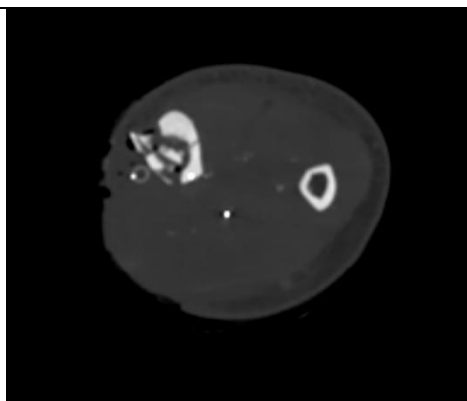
Пациент, 15 лет. Аксиальный срез КТ. Многооскольчатый перелом диафиза большеберцовой кости, внедрение осколков в костномозговую полость.
